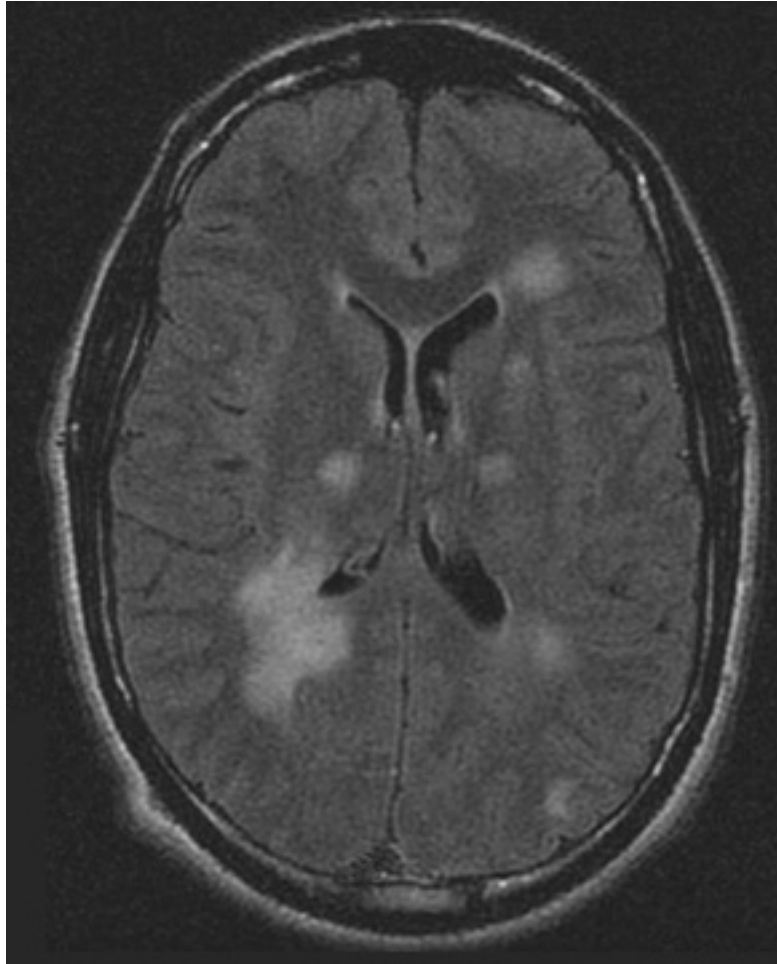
5 hình ảnh đầu tiên là hình ảnh FLAIR của bệnh nhân bị viêm não và màng não do vi-rút varicella zoster cho thấy các biểu hiện tăng tín hiệu chất trắng và xám. Hình ảnh cuối cùng là hình ảnh T1 có thuốc cản quang cho thấy tăng đậm màng nhện, màng nuôi lan tỏa và nhu mô não
